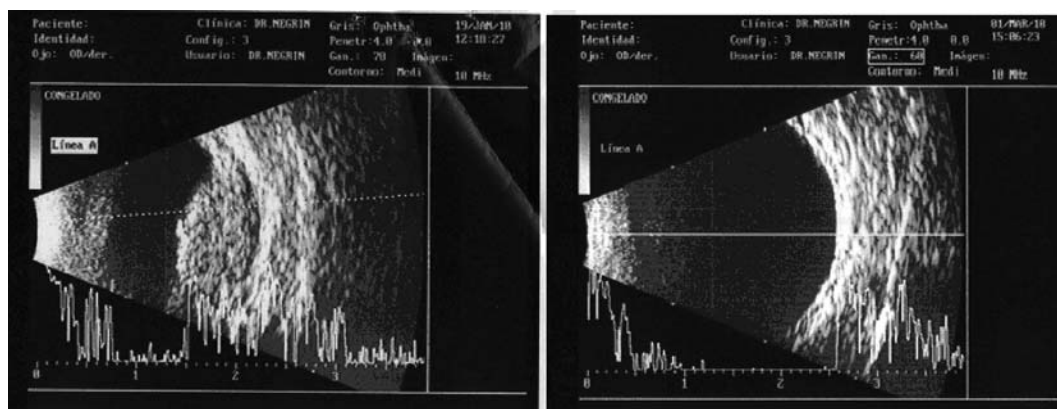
Ecografía Modo A/B. Se aprecia lesión coroidea nodular con alta reflectividad y ángulo kappa positivo y engrosamiento escleral. Al mes y medio ya no se apreciaba volumen lesional.
